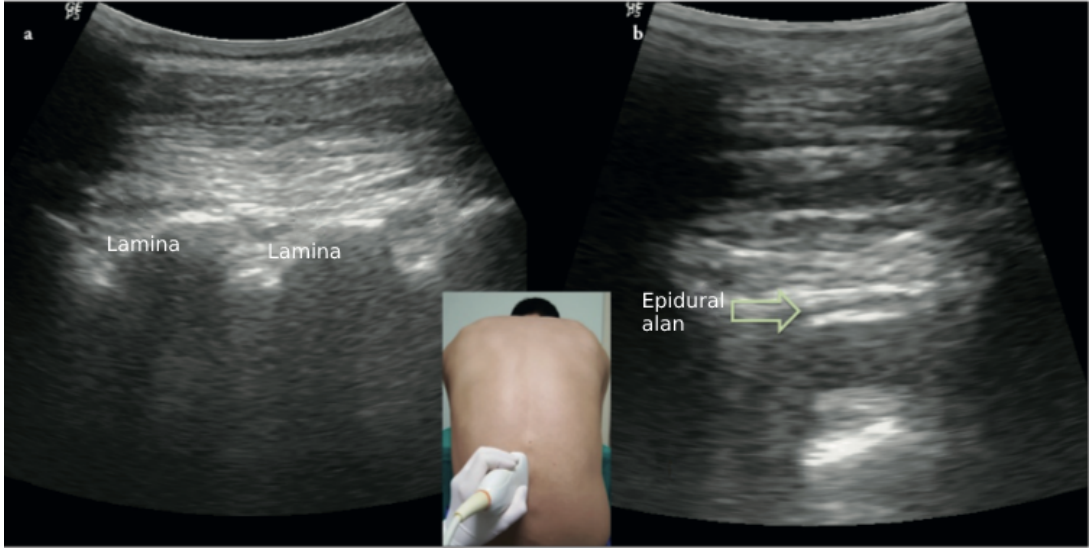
Paramedian sagittal oblik yaklaşımda ultrasonografi probunun pozisyonu [1]
